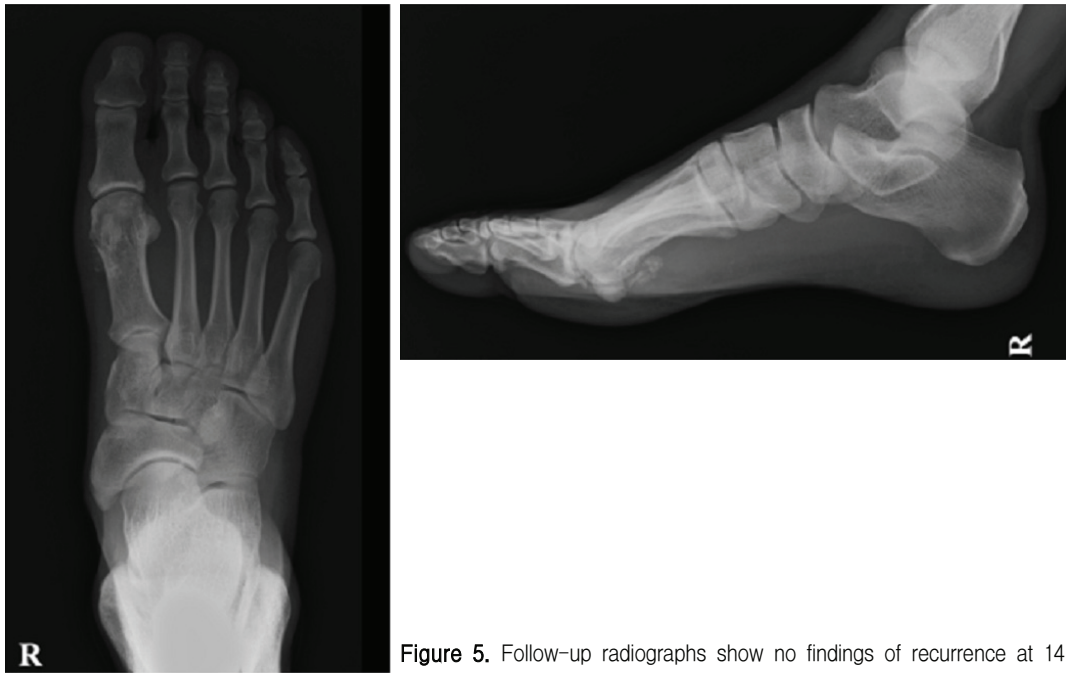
Follow-up radiographs show no findings of recurrence at 14 months.
